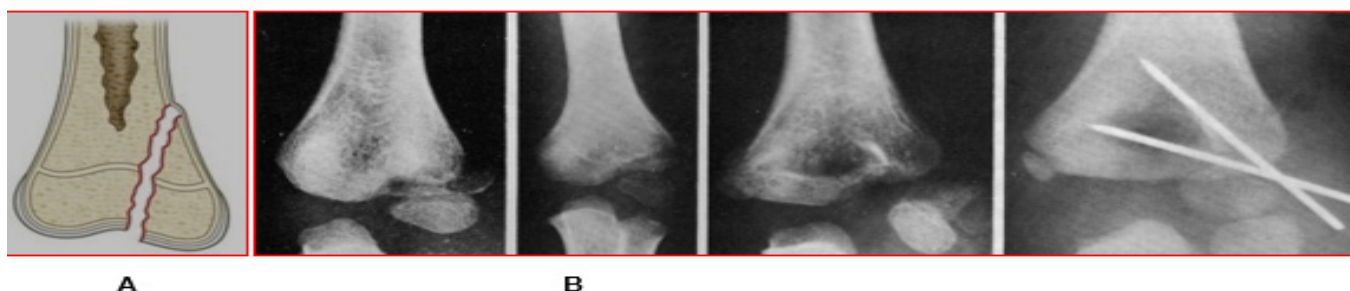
Tipi IV i lezionit epifizar, A: paraqitja skematike dhe B: radiografia e bërrylit me epifizeolizë të kapitulum humeri të dorës së majtë para dhe pas fiksimit me tela të Kirschner
